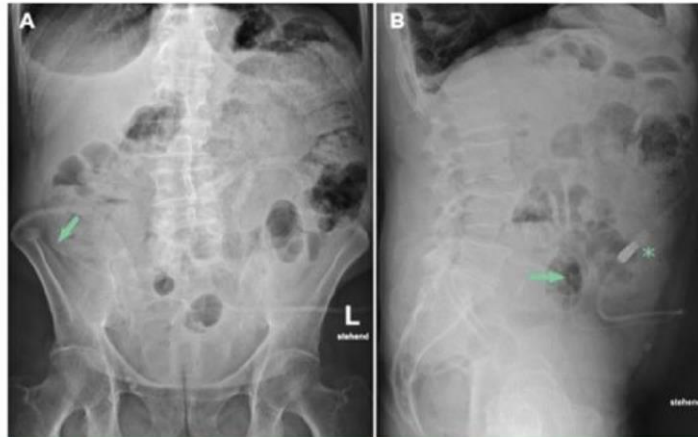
Plain film of the abdomen. (A) Anterior posterior view demonstrates malposition of the peritoneal dialysis catheter with its tip located in the mid-abdomen, close to the right iliac crest (arrow). (B) Lateral view depicts the external part of the catheter with the titanium adaptor (asterisk) and the intraabdominal portion turned up (arrow). The radio-opaque stripe is clearly visible and allows localization of the catheter.
